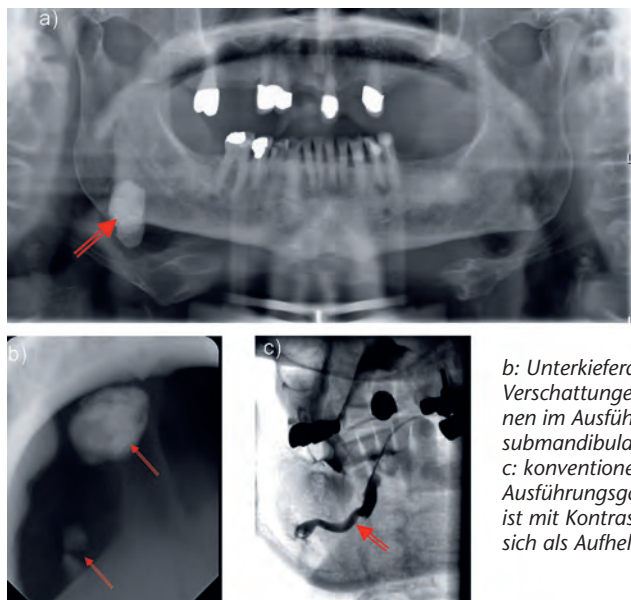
konventionelle Röntgenaufnahmen zur Diagnostik von Speichelsteinen:
